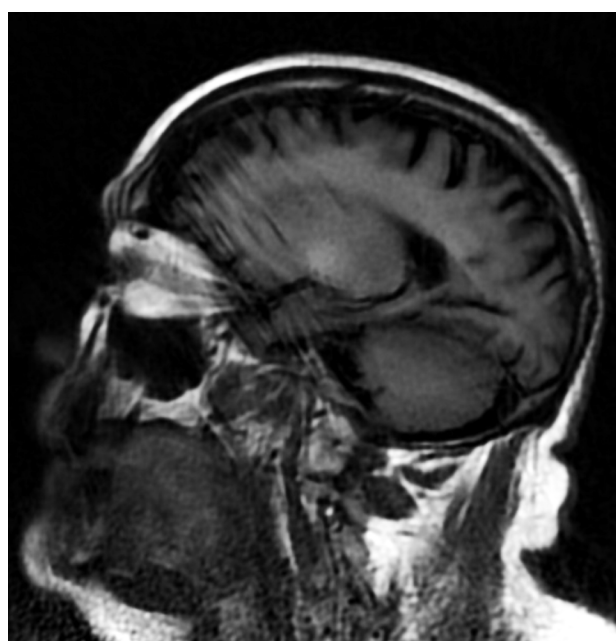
The second case sagittal section on T1 of the MRI.
